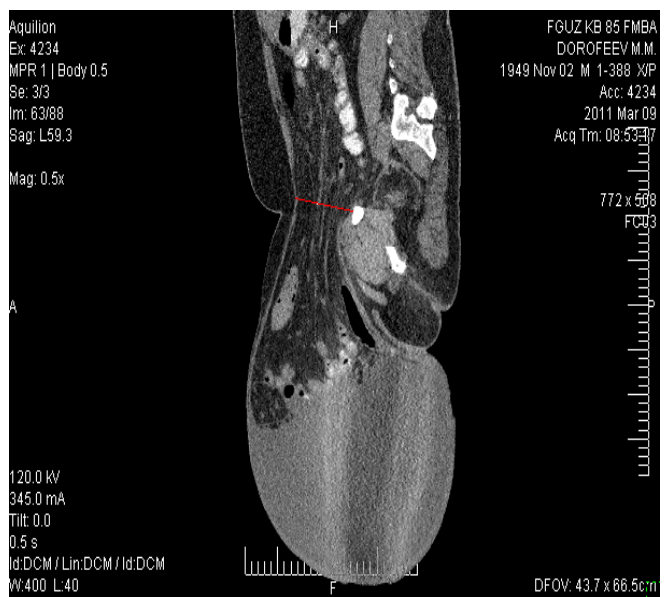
CT of pelvic organs, sagittal section, red line shows hernial gates
